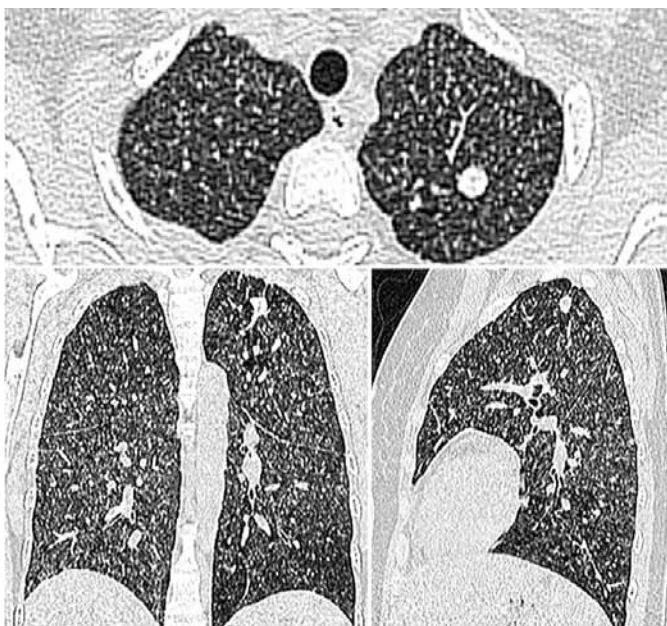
Компьютерная томография органов грудной клетки от 28.08.2018 г. (серия сканов)
